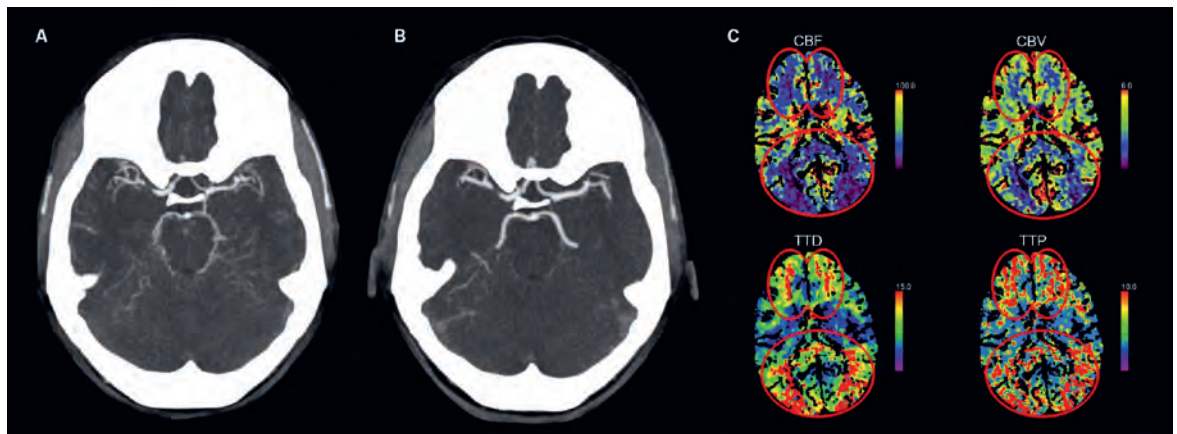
A) Angio-TDM à l'admission dans notre hôpital. B) En comparaison, angio-TDM plus ancienne réalisée chez la même patiente, avec des signes d'une nette vasoconstriction diffuse. C) TDM de perfusion au moment de l'admission (d'en haut à gauche à en bas à droite): flux sanguin cérébral (FSC), volume sanguin cérébral (VSC), «time to drain» (TTD) et «mean transit time» (MTT) avec une hypoperfusion marquée dans les régions pariéto-occipitale et frontale des deux côtés.
